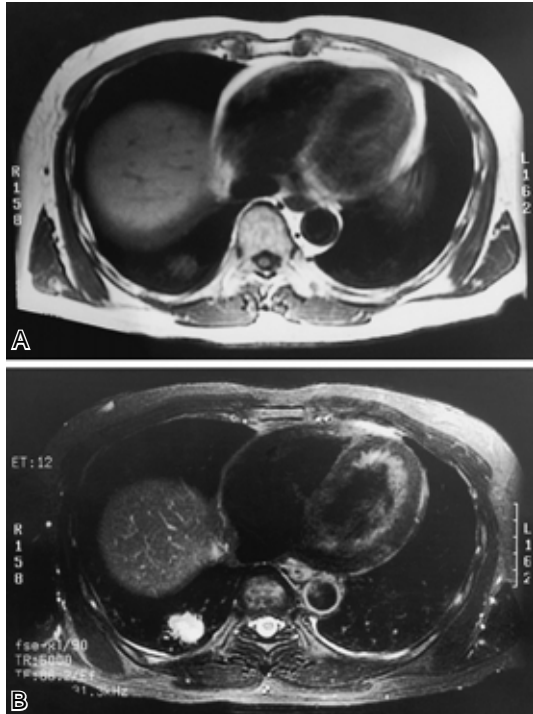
Chest MR images(Patient 2)showing low intensity on T 1 weighted images(Fig. 7A) and high intensity on T 2 weighted images (Fig. 7B)
